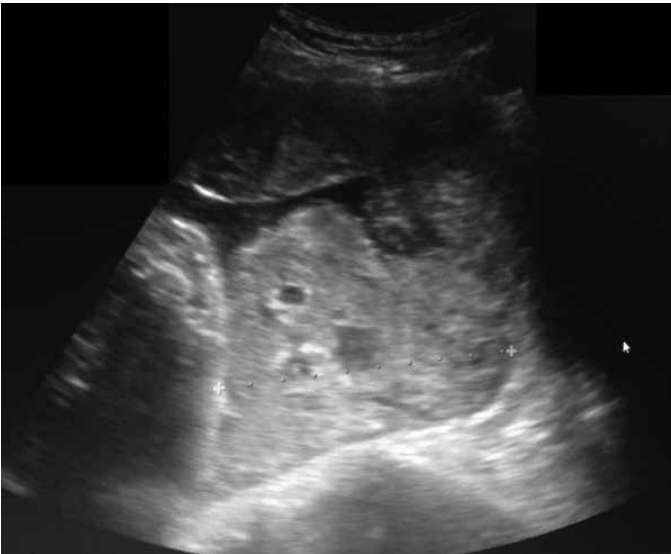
Imagem da ultrassonografia abdominal 2D evidenciando placenta extrauterina
